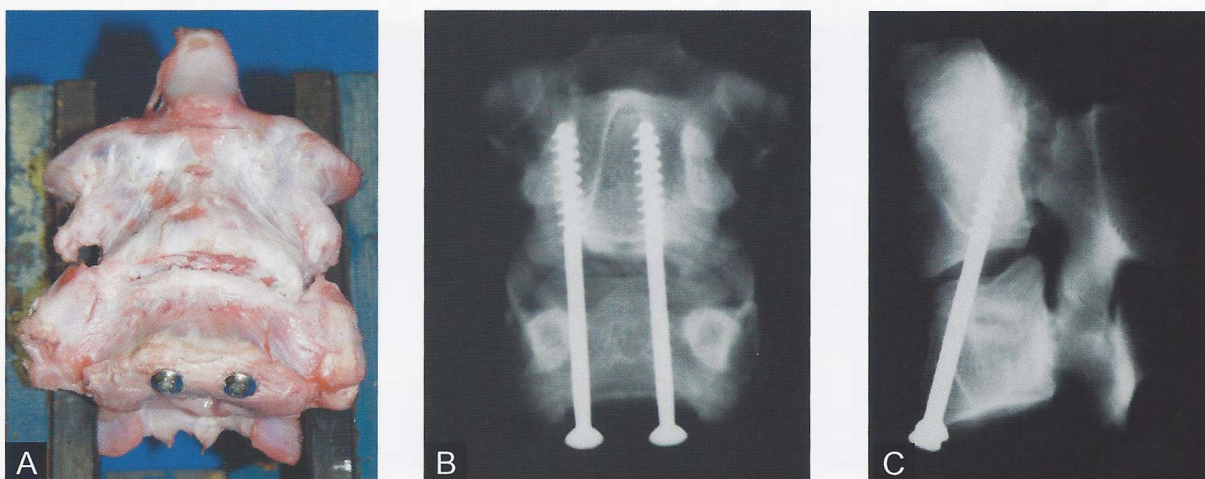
Fotografia (A) e radiografias em AP e perfil (B e C) ilustrando a fixação C2-C3 com parafusos.
